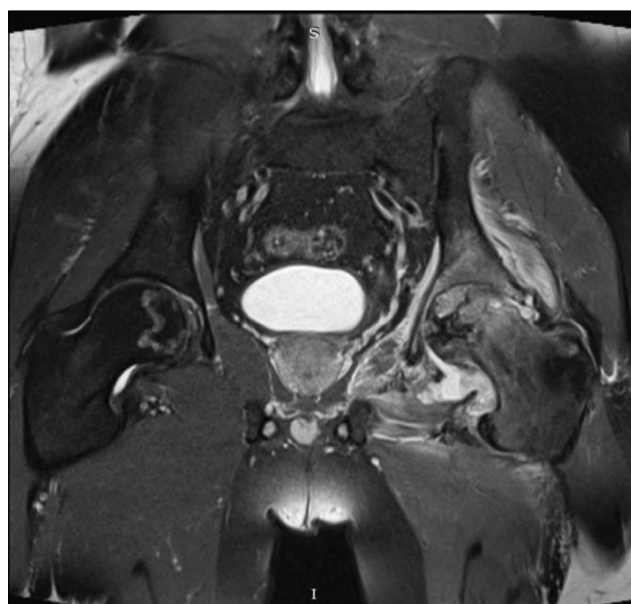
Предоперационная магнитно-резонансная томограмма тазобедренных суставов пациента С., 38 лет, в коронарной проекции.
